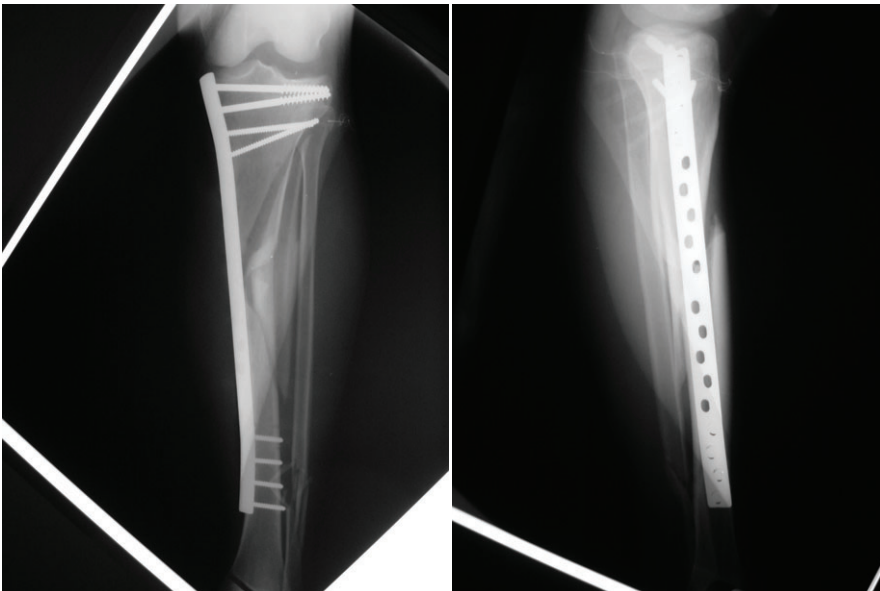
Radiografias pós-operatórias em AP e perfil.
